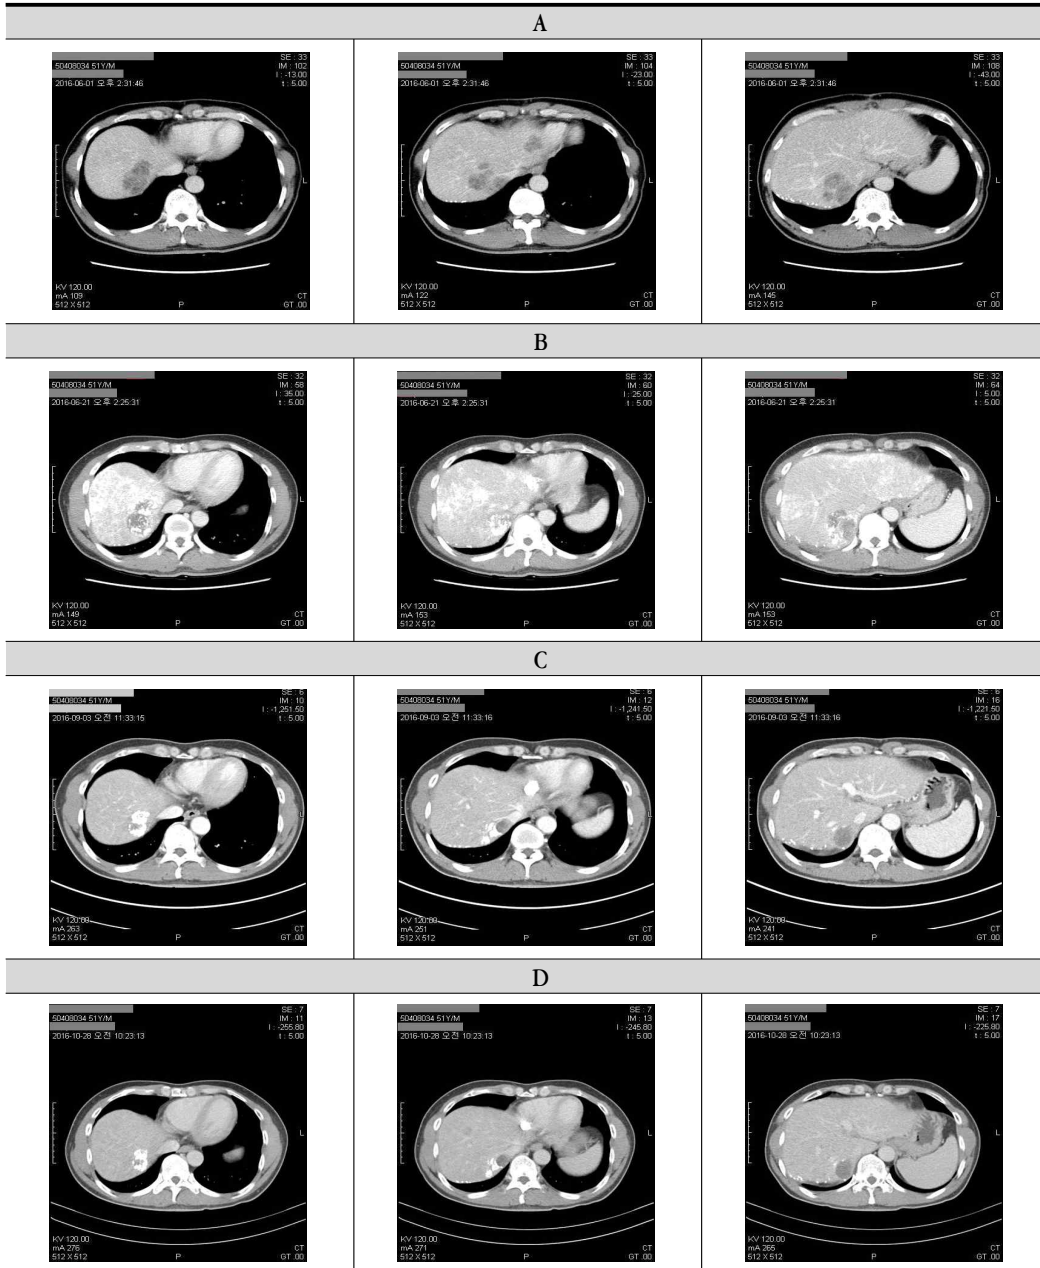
Comparison of Abdomen Computed Tomography
